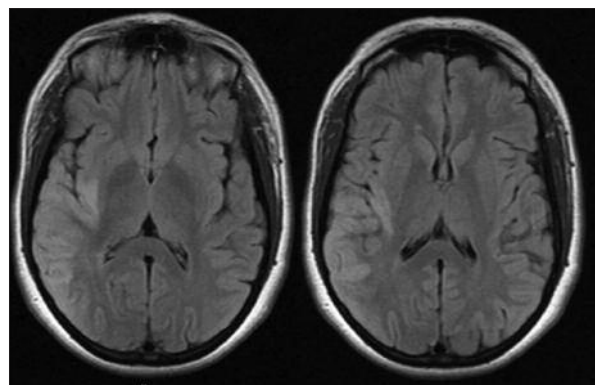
Enfarte parieto-temporal direito (RM-CE).
